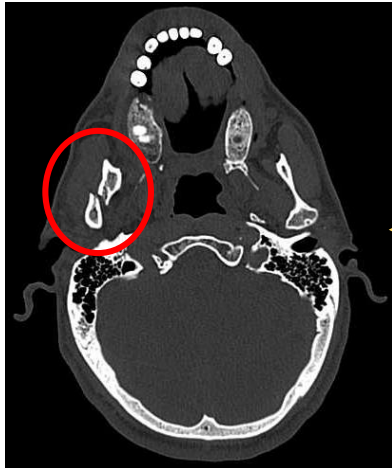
TAC 3D Helicoidal
